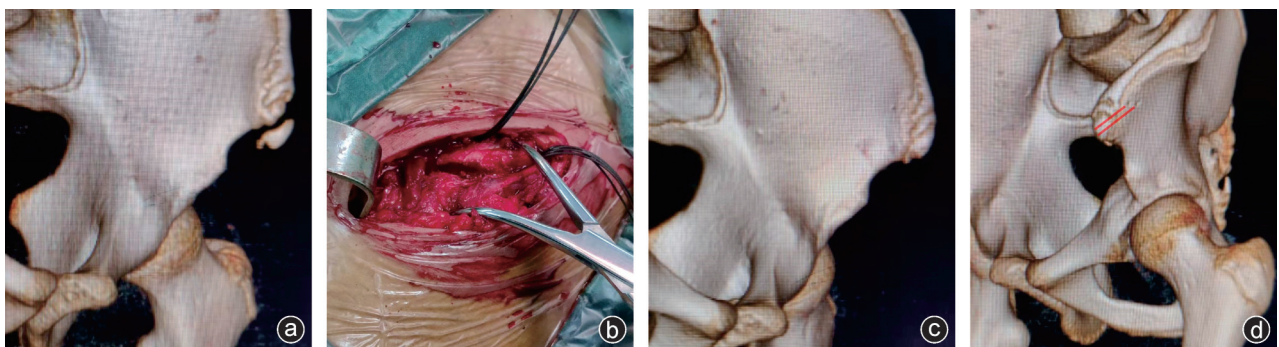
病人,男,12岁,短跑受伤 a:术前三维CT示左侧髂前上棘撕脱性骨折,移位>1 cm;;b:术中图片示缝线已经穿过骨道,采用巾钳临时固定髂前上棘撕脱性骨折;c:采用Nice结缝线内固定术后2天复查三维CT显示骨折解剖复位;d:术后2天三维CT示在髂骨翼上用2 mm克氏针钻两个孔,红线示意缝线内固定位置
